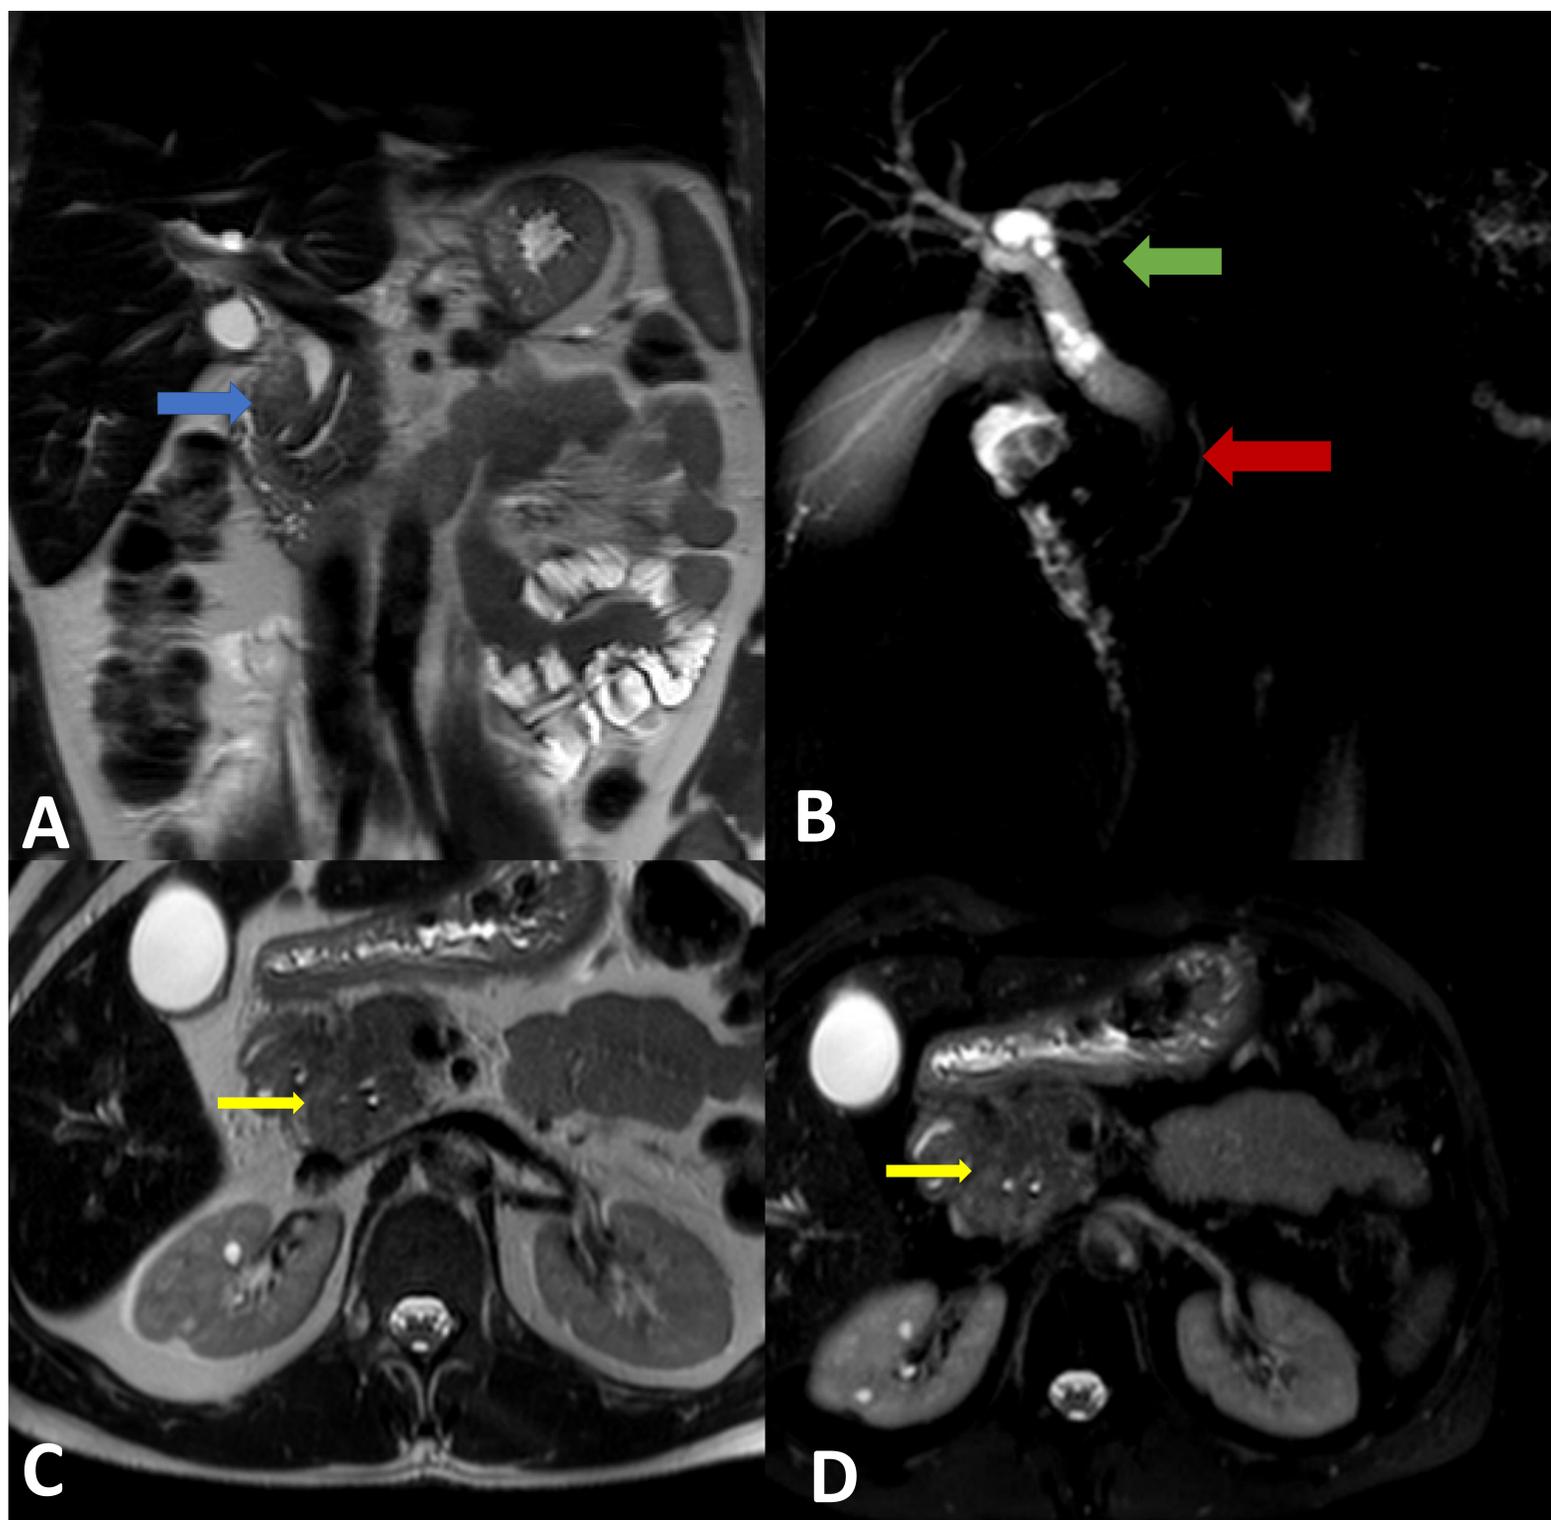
RM abdominal corte coronal potenciada en T2(A); Colangiorm (B); RM abdominal cortes axiales, potenciado en T2 sin y con saturación grasa (C y D). Control del caso N°2 5 años después. Aumento de tamaño de la cabeza pancreática (flecha amarilla). Engrosamiento duodenal (flecha azul). Estenosis larga y lisa del colédoco intrapancreático (flecha roja) con una leve dilatación proximal de vías biliares (flecha verde).
